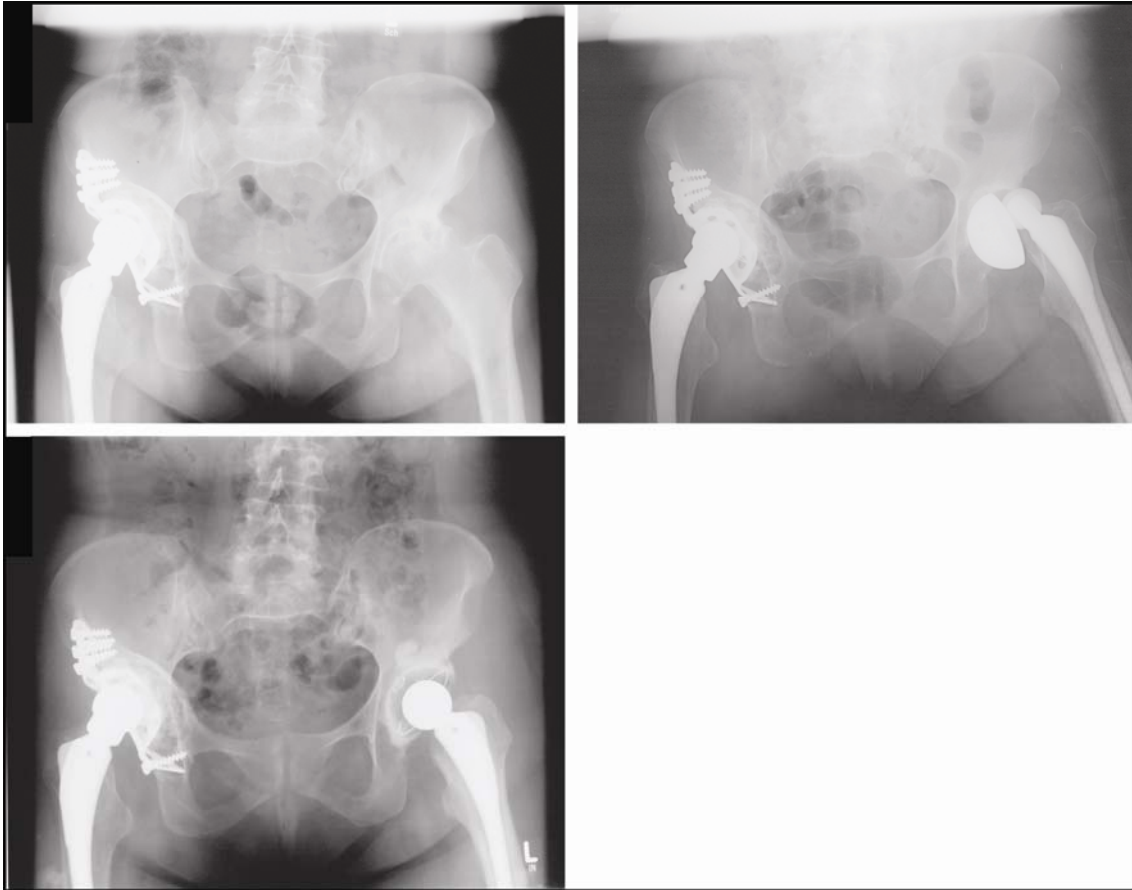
Links oben die Röntgenaufnahme vor der Implantation der Studienhüfte. Das postoperative Röntgenbild (rechts oben) zeigt die dislozierte Pfanne. Links unten das Röntgenbild nach der Revisionsoperation mit Implantation einer Polyethylenpfanne in Kombination mit einem Metallkopf.
